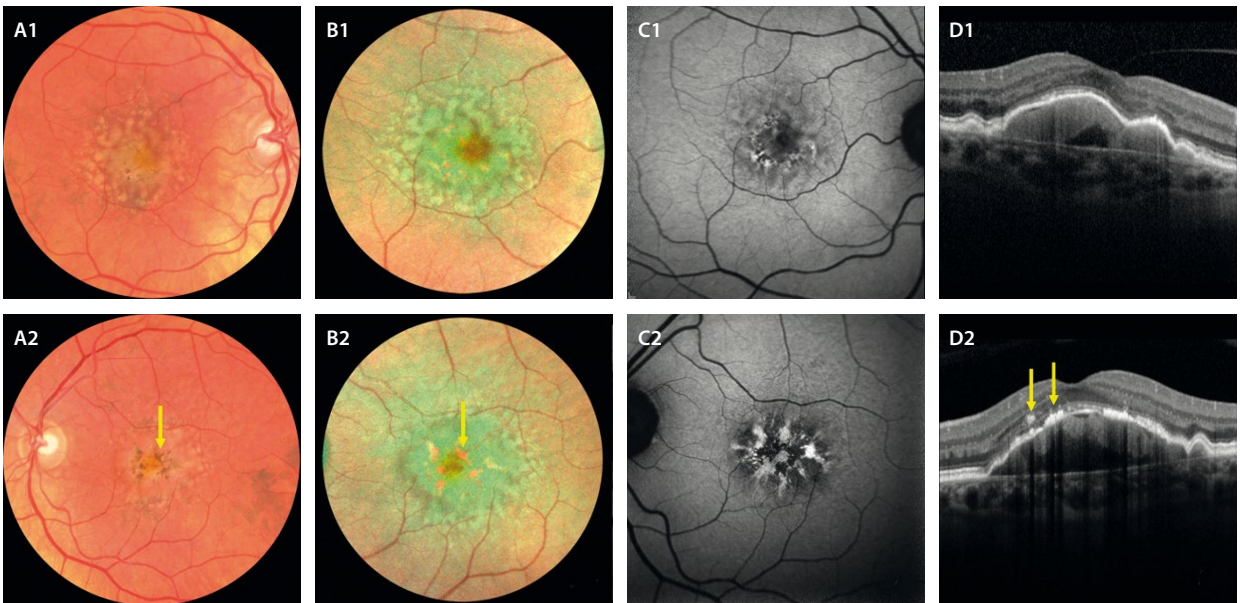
Desprendimiento del epitelio pigmentario drusenoidal. A1 y A2) En la retinografía a color se aprecia como una lesión amarillenta por confluencia de drusas blandas a nivel foveal que asocia cambios en el epitelio pigmentario de la retina que describen patrones (flecha amarilla). Estos gránulos de pigmento se observan mejor en la imagen multicolor (B1 y B2), ya que se ven de color rojo (flecha amarilla) al tener melanina. C1 y C2) En la autofluorescencia azul, ofrecen imágenes en patrón, donde los gránulos de pigmento se ven hiperautofluorescentes. D1 y D2) La tomografía de coherencia óptica muestra elevaciones del epitelio pigmentario de la retina de contenido mayoritariamente hiperreflectivo, con puntos hiperreflectivos en el techo (flechas amarillas en D2) con el bloqueo de la señal posterior característico.
